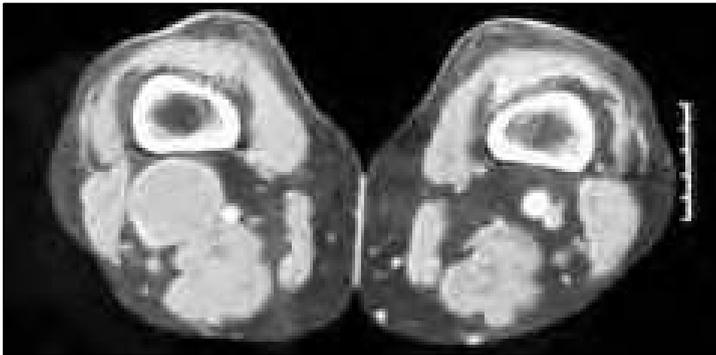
Tomografía computarizada: aneurisma poplíteo.
